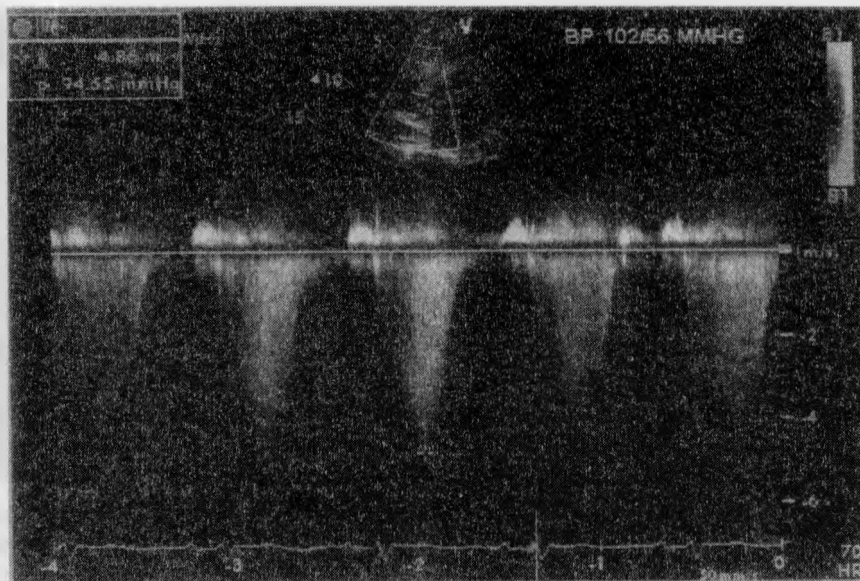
Допплеровская эхокардиограмма больной с тяжелой легочной артериальной гипертензией. Скорость трикуспидальной регургитации равна 4,9 м/с. По модифицированному уравнению Бернулли при допущении, что давление в правом предсердии равно 10 мм рт. ст., вычисляем систолическое давление в правом желудочке: $4 \times 4,9^2 + 10 = 106$ мм рт. ст.
